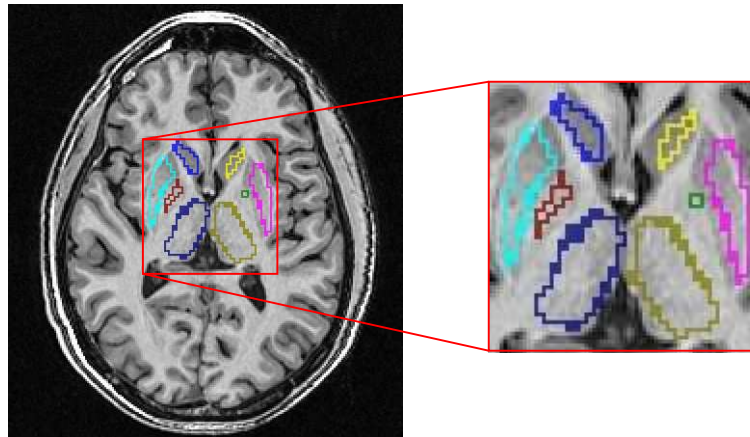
Front des régions initiales calculées à partir de l'atlas probabiliste et superposées à l'IRM anatomique T_1 d'un sujet test.
